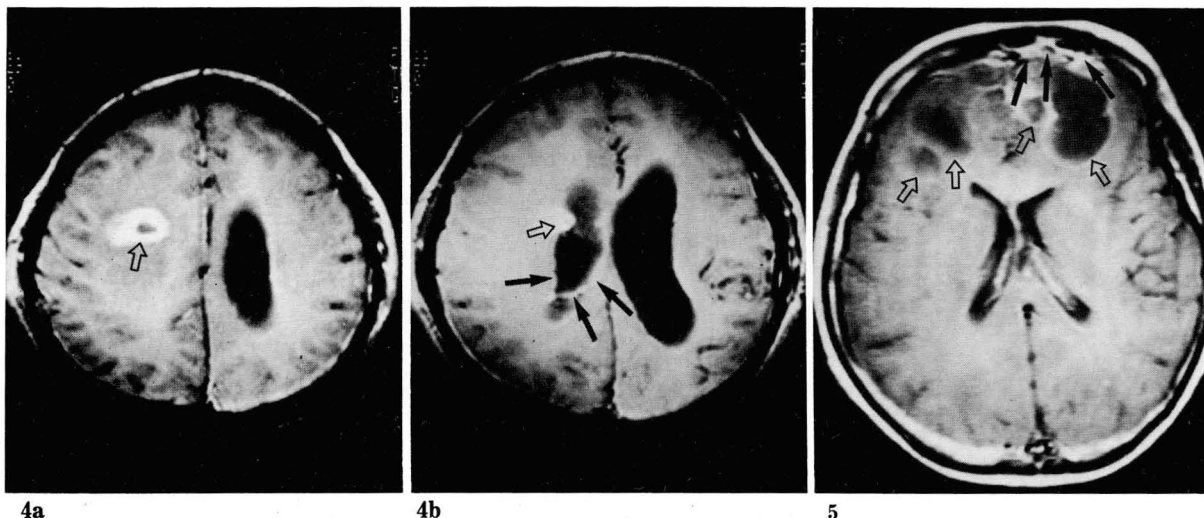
A abscess associated with ventriculitis is a 42-year-old man. Gd-enhanced T1-weighted axial images (a, b) show a small abscess (open arrow) with thick wall enhancement in right deep frontal lobe associated with ventricle wall enhancement (arrows) suggesting ventriculitis.
